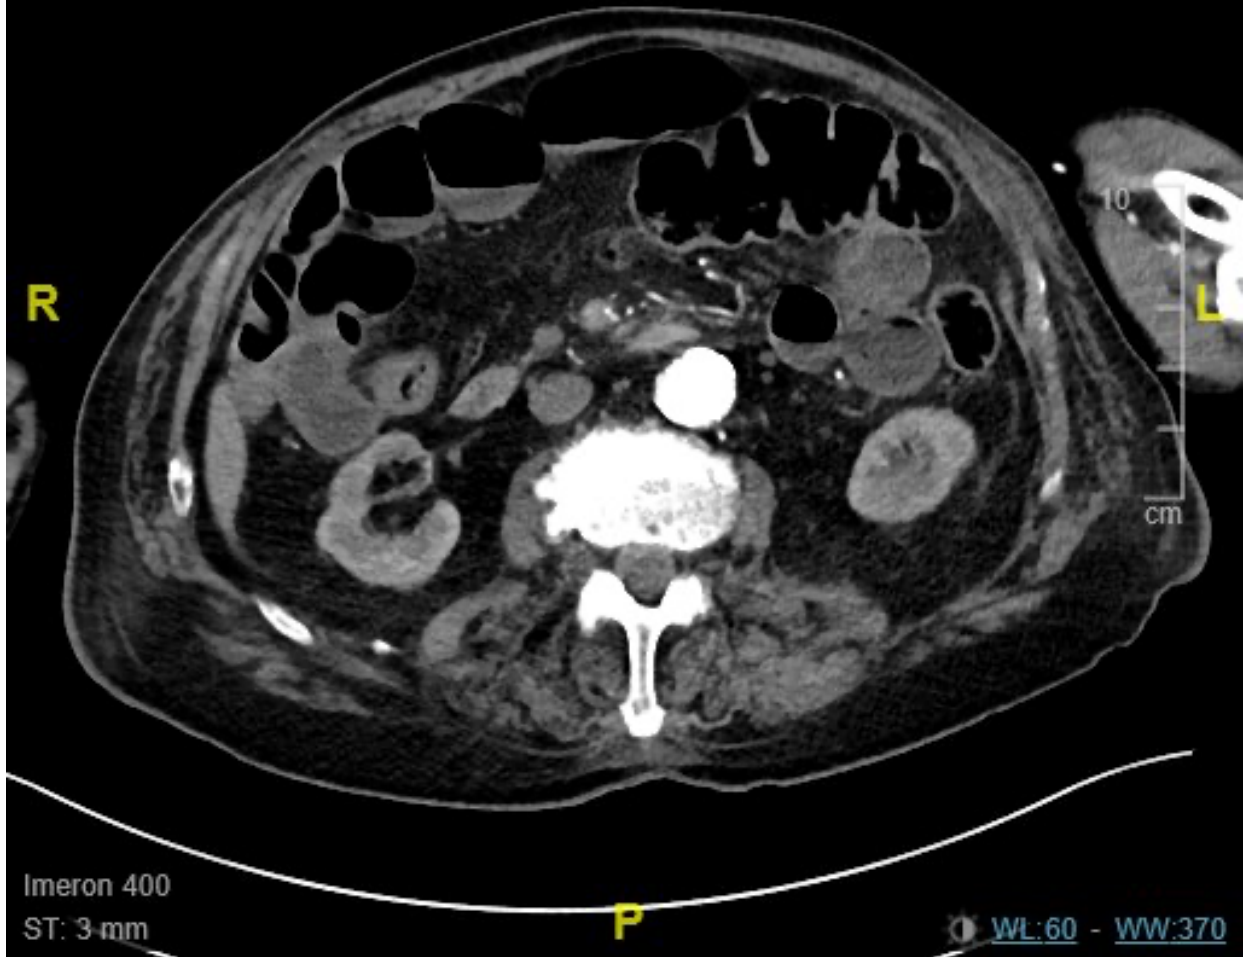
Arterielle Phase eines Kontrastmittel-CT mit Verschluss der SMA im transversalen Schnittbild
